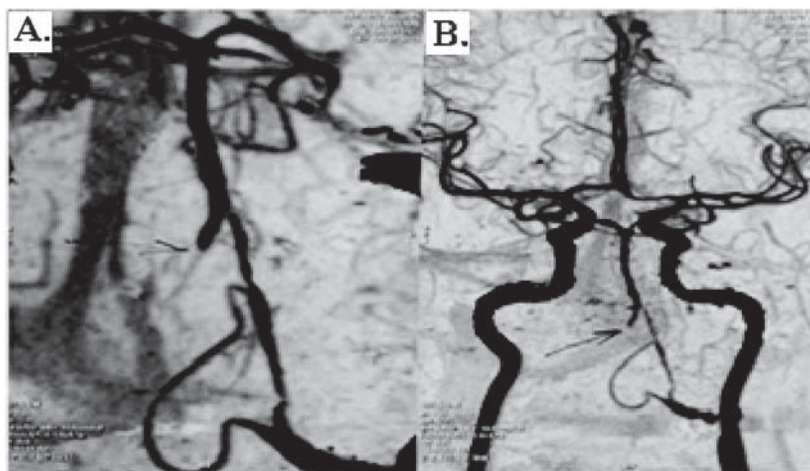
CT angiografie, (efectuată la a 4-a zi de boală).
